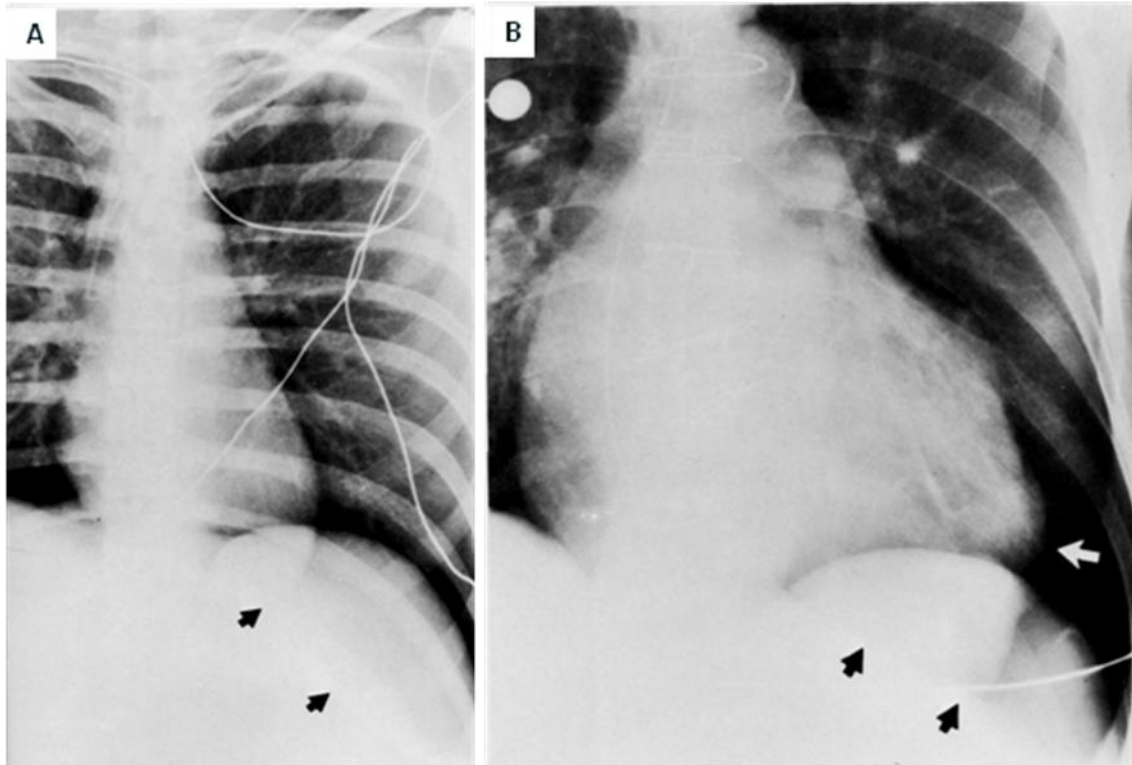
98. Dos casos de neumotórax subpulmonar. A. Radiografía de tórax en AP, neumotórax delimitando el surco costofrénico anterior formando una imagen en doble diafragma (flechas), hay aumento en la radiolucidez de la base pulmonar izquierda, el tubo endotraqueal esta mal posicionado. B. Radiografía en AP, neumotórax, la flechas negras indican el surco costofrénico anterior. Un apéndice grado del pericardio (flecha blanca) es otro indicador de neumotórax en la proyección en decúbito.
